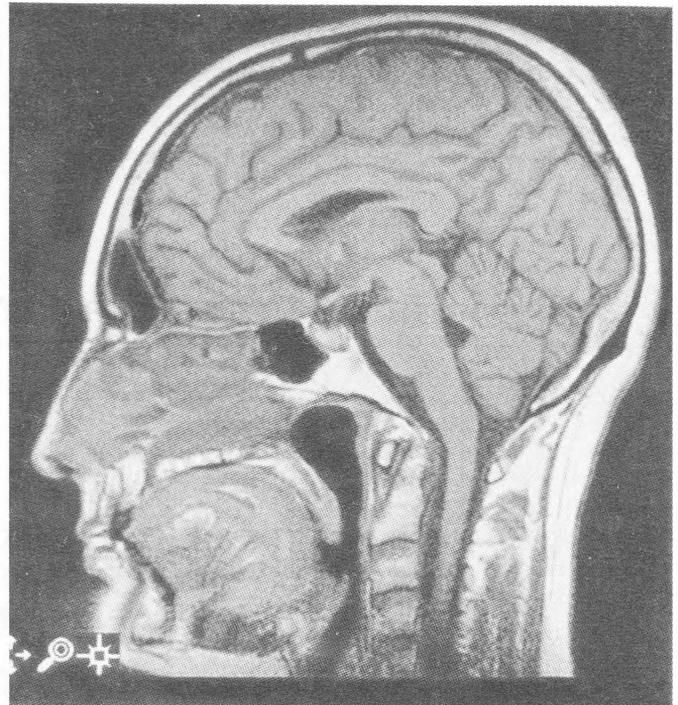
МРТ головного мозга больной С. после лечения. Image 5—8 (1998 г.).
